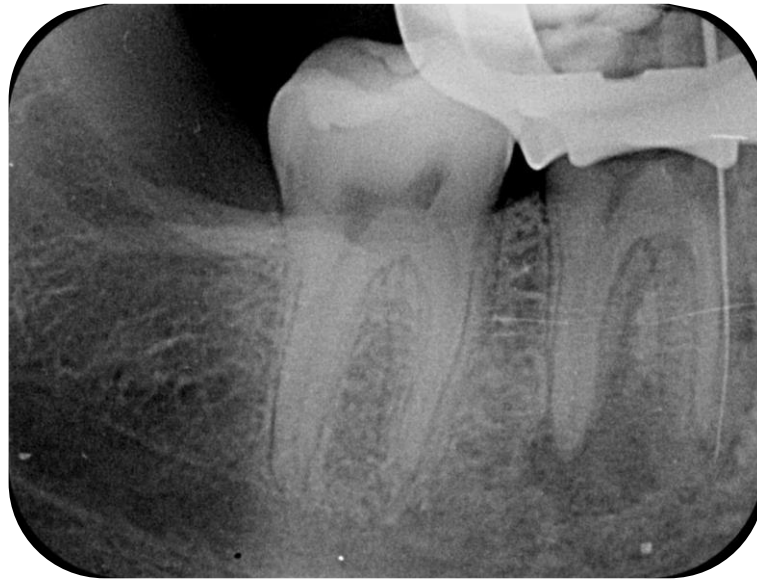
Radiografia de confirmação com lima em posição no conduto mesiovestibular com ausência do fragmento fraturado. (Fonte: próprio autor).
